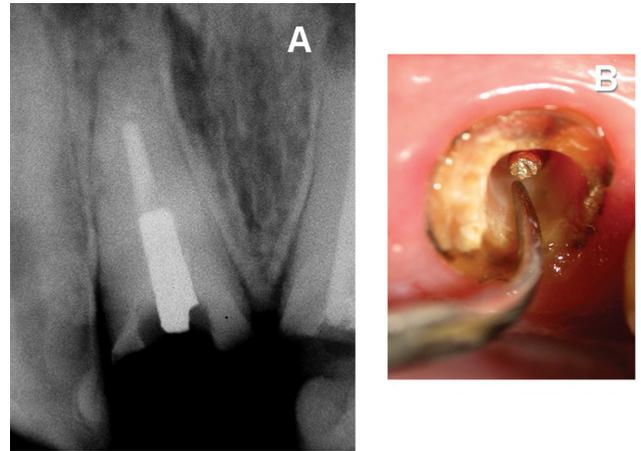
A: Radiografía preoperatoria. Incisivo superior en el que se observa un tratamiento endodóntico deficiente con un anclaje fracturado en el interior del conducto radicular. B: Fotografía intraoperatoria durante la remoción del perno metálico fracturado mediante el empleo del ultrasonido.
